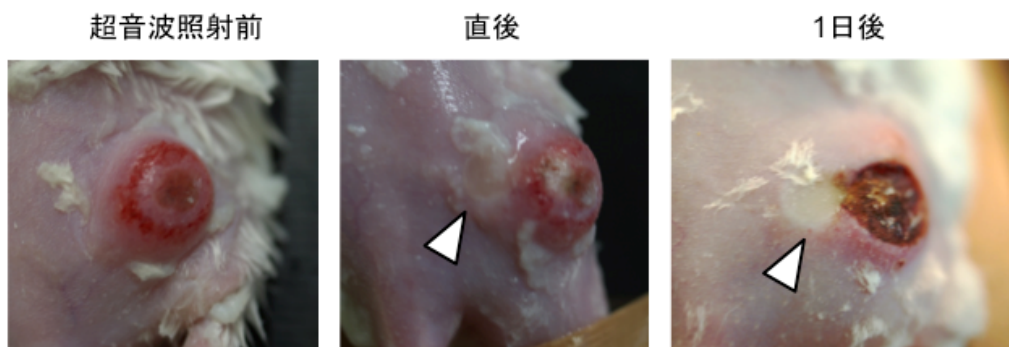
PFP液滴ミセルとドキソルピシン封入TF-バブルリポソームを腫瘍内投与し、超音波照射の効果を観察
